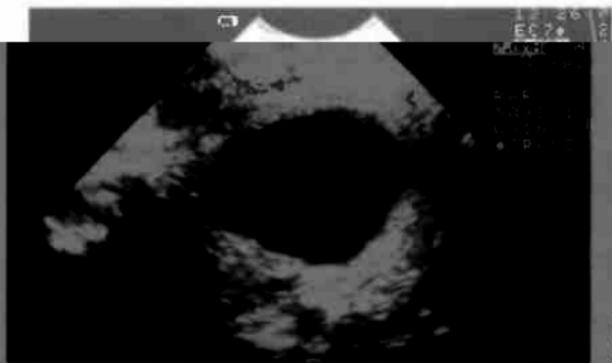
Серозная цистаденома яичника. УЗИ.
